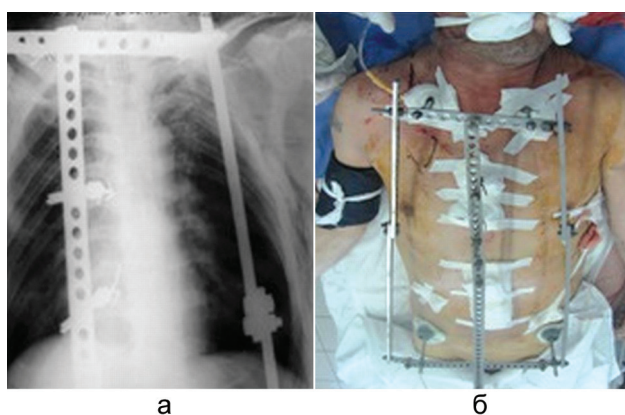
а – рентгенограмма грудной клетки в прямой проекции; б – фото больного Ш. после операции остеосинтеза флотирующих переломов ребер и грудины
